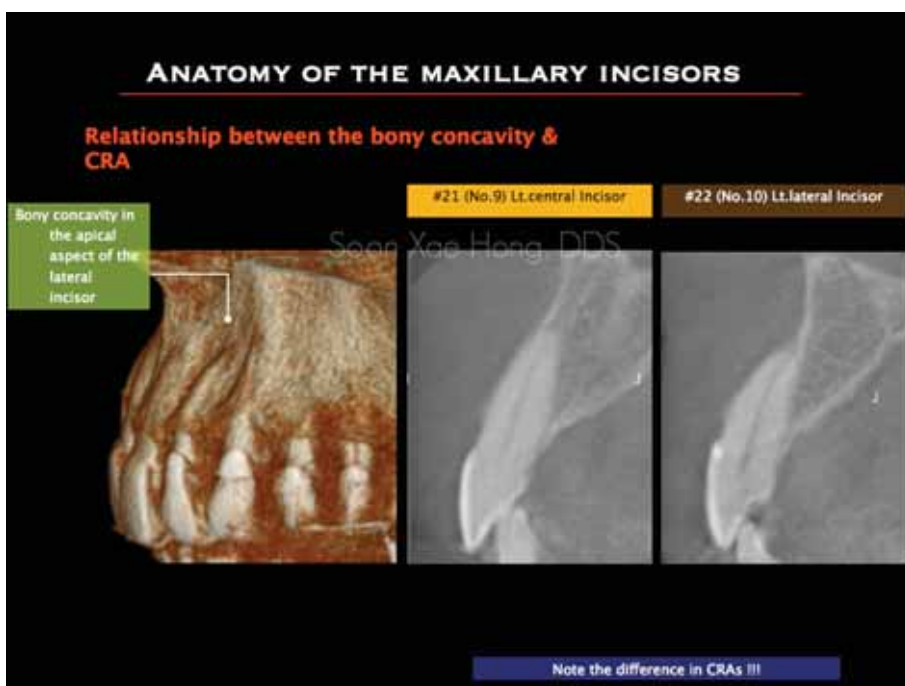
CRA와 alveolar bone profile의 연관성을 보여주는 그림. 측절치 순면 부위의 함몰도가 심한 특징은 앞서 언급한 바 있는데, 시상면 CT단면을 보면 상악 중절치와 측절치가 CRA에 있어서도 큰 차이를 보임을 한 눈에 알 수 있다.
